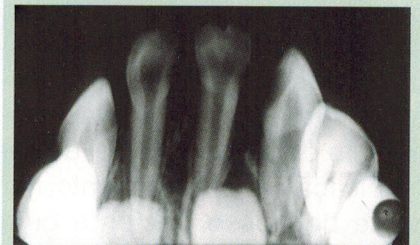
Radiografia inferior
